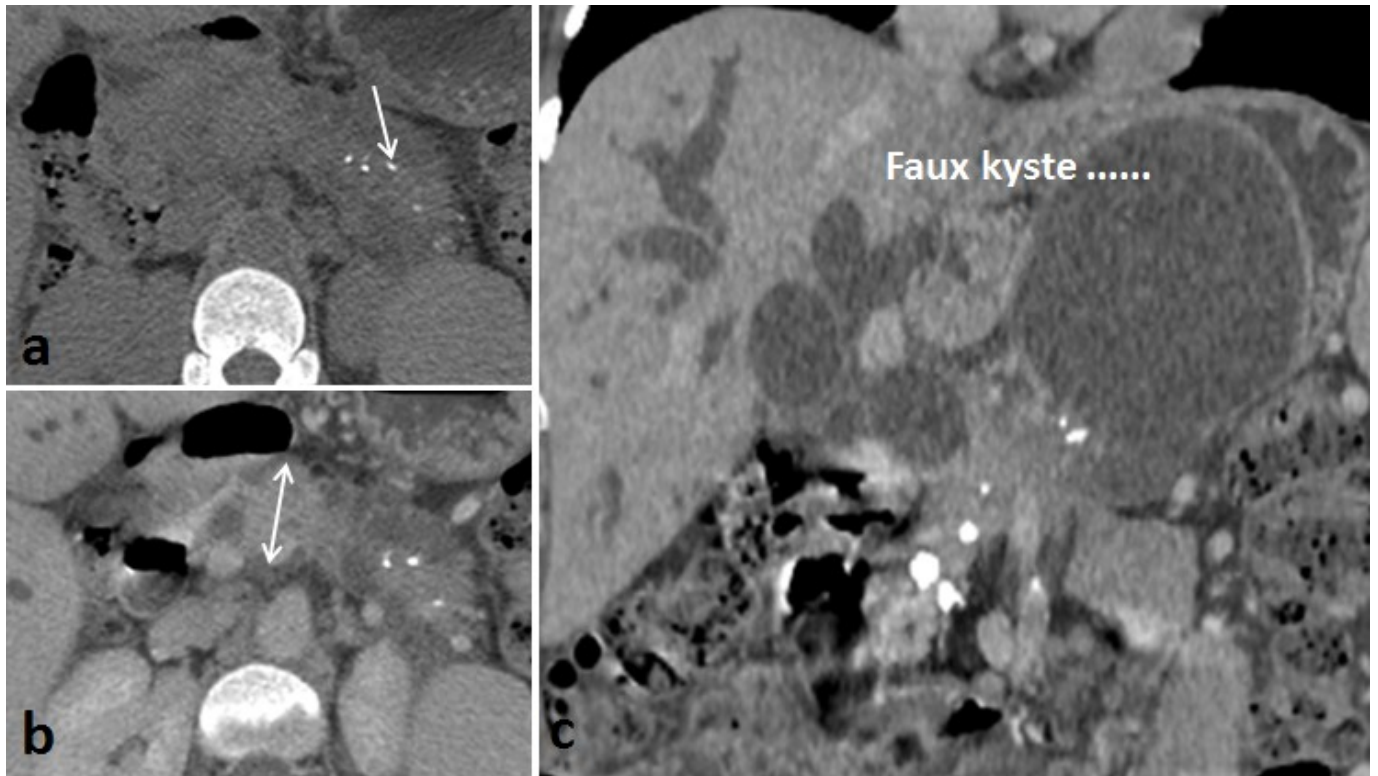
TDM abdominale – coupes axiales au temps portal.
